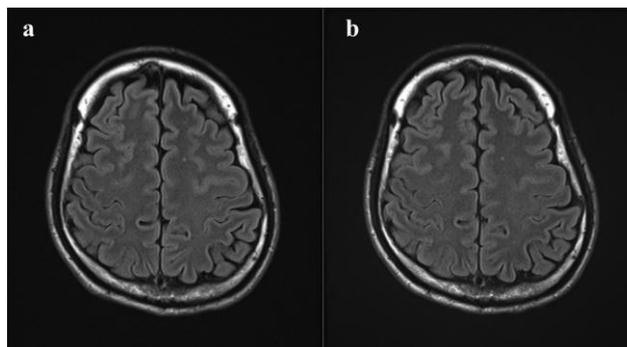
FLAIR images of brain (a,before; b,after)
